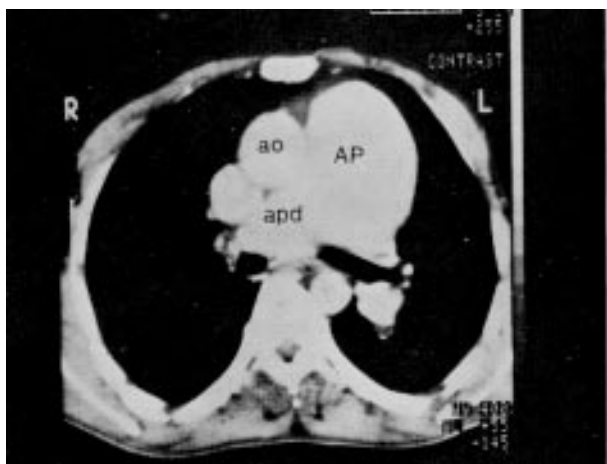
Tomografia computadorizada com corte transversal 2 cm abaixo da carina; notando-se a enorme dilatação do tronco da artéria pulmonar (AP) e seu ramo direito (apd). Notar a grande desproporção entre AP e aorta (Ao).
